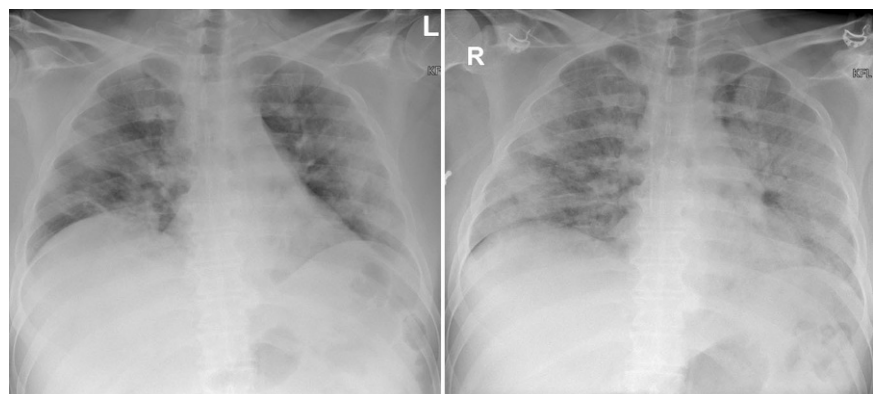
▲ Thoraxröntgen bei Covid-19 Pneumonie
